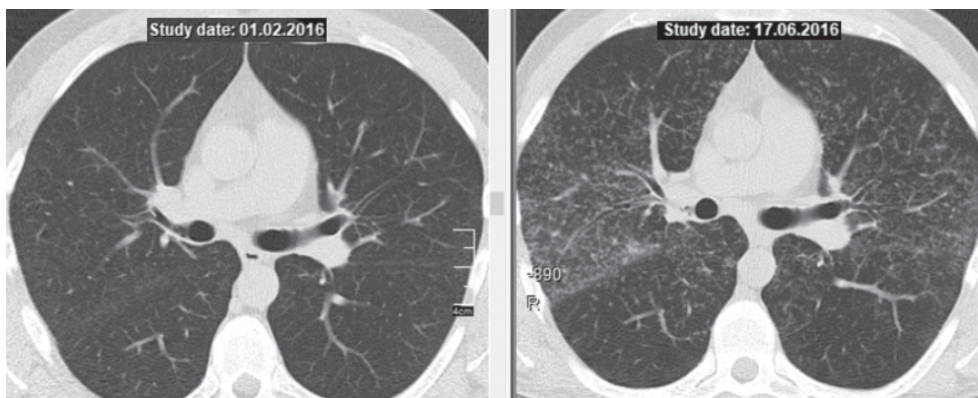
КТ больного Т., 25 лет. Слева — по завершении курса ГКС-терапии, клиническое излечение, справа — через 4 мес после отмены ГКС, рецидив.
